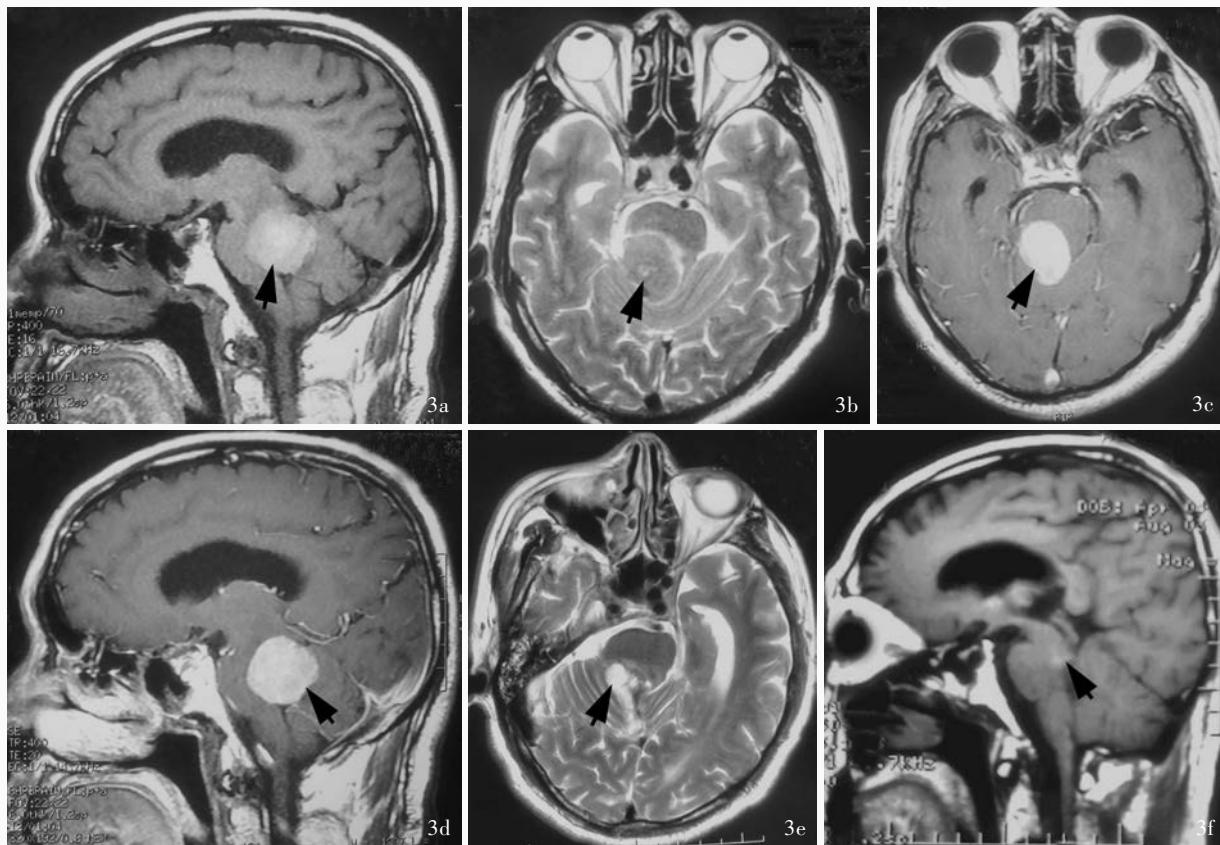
手术前后头部MRI检查所见 3a 术前矢状位T₁WI序列,肿瘤灶呈高信号(箭头所示) 3b 术前横断面T₂WI序列,肿瘤呈等信号(箭头所示) 3c 术前横断面T₁WI增强扫描,肿瘤灶位于脑桥后方,最大直径约为3.30 cm,病灶明显强化(箭头所示) 3d 术前矢状位T₁WI增强扫描,脑干占位性病变,肿瘤位于脑桥后方,病灶明显强化(箭头所示) 3e 术后横断面T₂WI序列,肿瘤近全切除(箭头所示) 3f 术后矢状位T₁WI序列,肿瘤近全切除(箭头所示)
